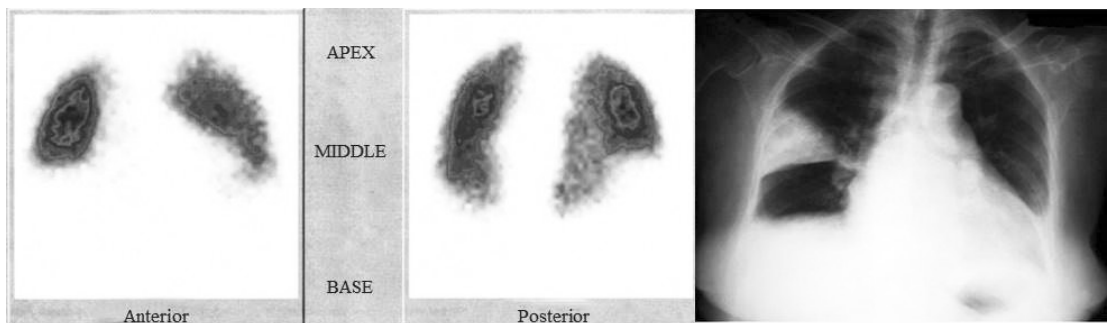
Un embol produce un infarct pulmonar aspect scintigrafic
